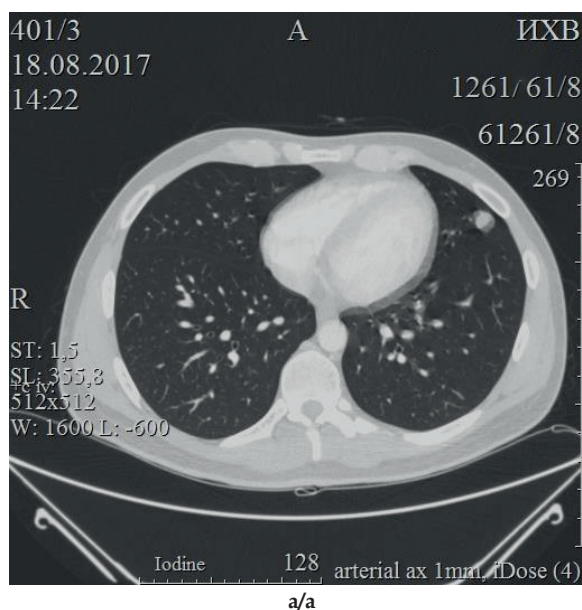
МСКТ-изображение легких. В обоих легких определяются 6 мелких метастатических очагов (а, б - отдельные метастатические очаги, указаны кругами).
